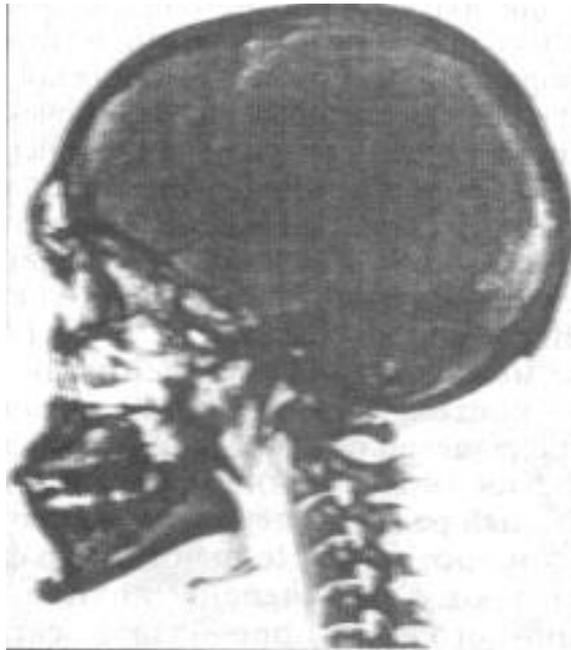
Оглядова рентгенограма черепа (бічна проєкція).
